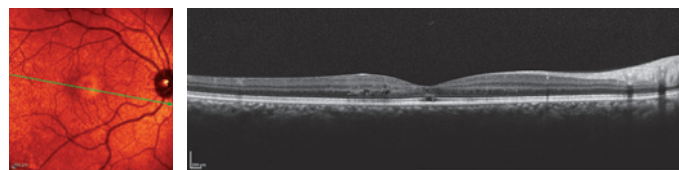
Télangiectasies maculaires de type 2. Œil droit. Fond d'œil et kyste juxtafovéolaire à la tomographie par cohérence optique.
